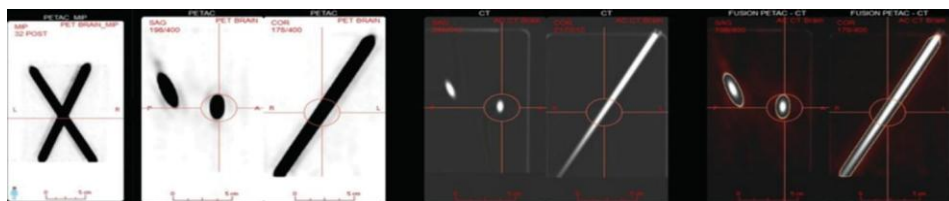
Aliniere PET/CT – evaluare vizuală
